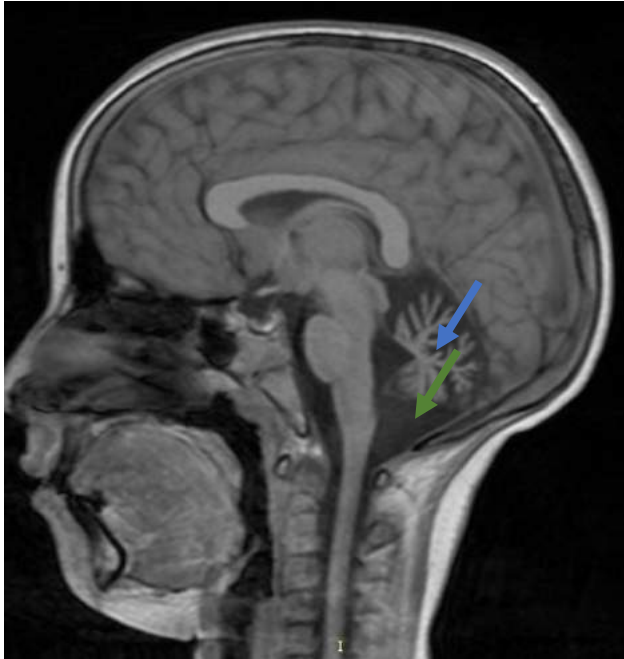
IRM cérébrale T1 en coupe sagittale
